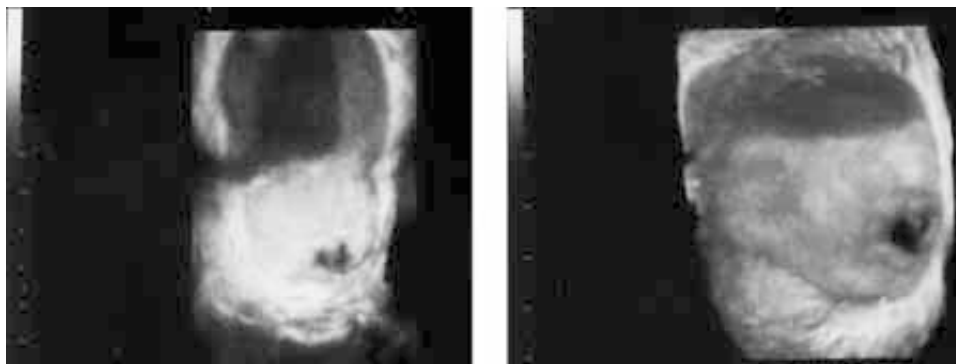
Ultrasonido prostato-vesicular en donde se observa la lesión quística.
